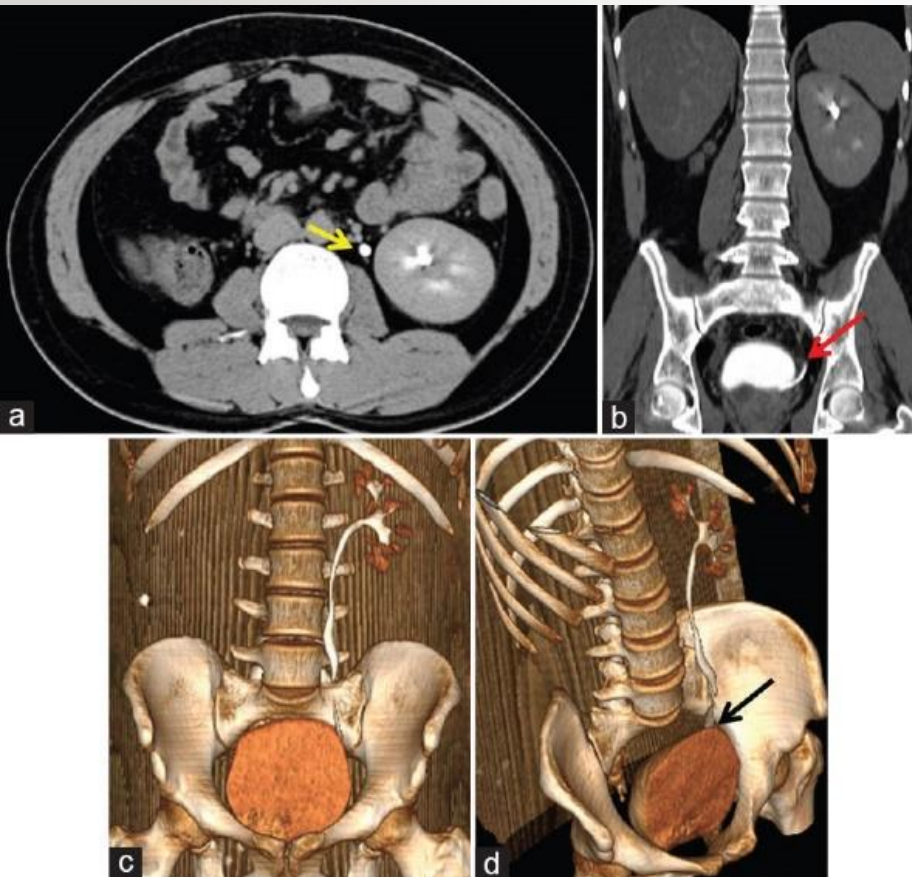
CT Urography Images in Both Axial and Coronal Planes (a and b), Show Normal Left Ureter. (a, Yellow Arrow), with Normal Orthotopic Insertion of Left Ureter at Left VUJ. (b, Red Arrow). Volume Rendered CT Images in Coronal and Coronal Oblique Planes. (c and d), Show Non Visualized Right Kidney and Right Ureter, with Normal Left Kidney and Left Ureter. (c), Left Ureter Shows Normal Orthotopic Insertion at Left VUJ (d; Black Arrow).
